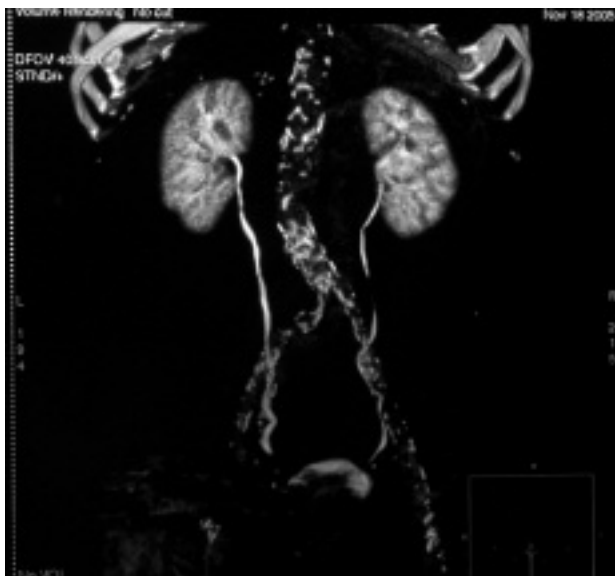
TC-urografia multidetettore: acquisizione post-contrastografica, ricostruzione 3D volume rendering.
